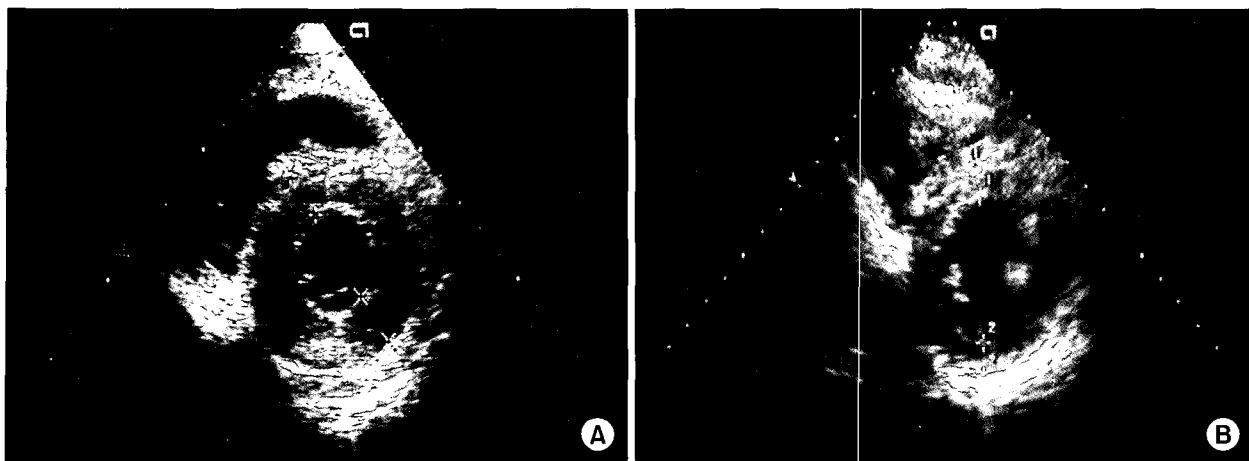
Transthoracic echocardiography on postoperative 12 months (B) showing the normalized interventricular septum and left ventricular posterior wall compared with the immediate post operative one (A) (A=Postop 1 day; B=Postop 12 months).
